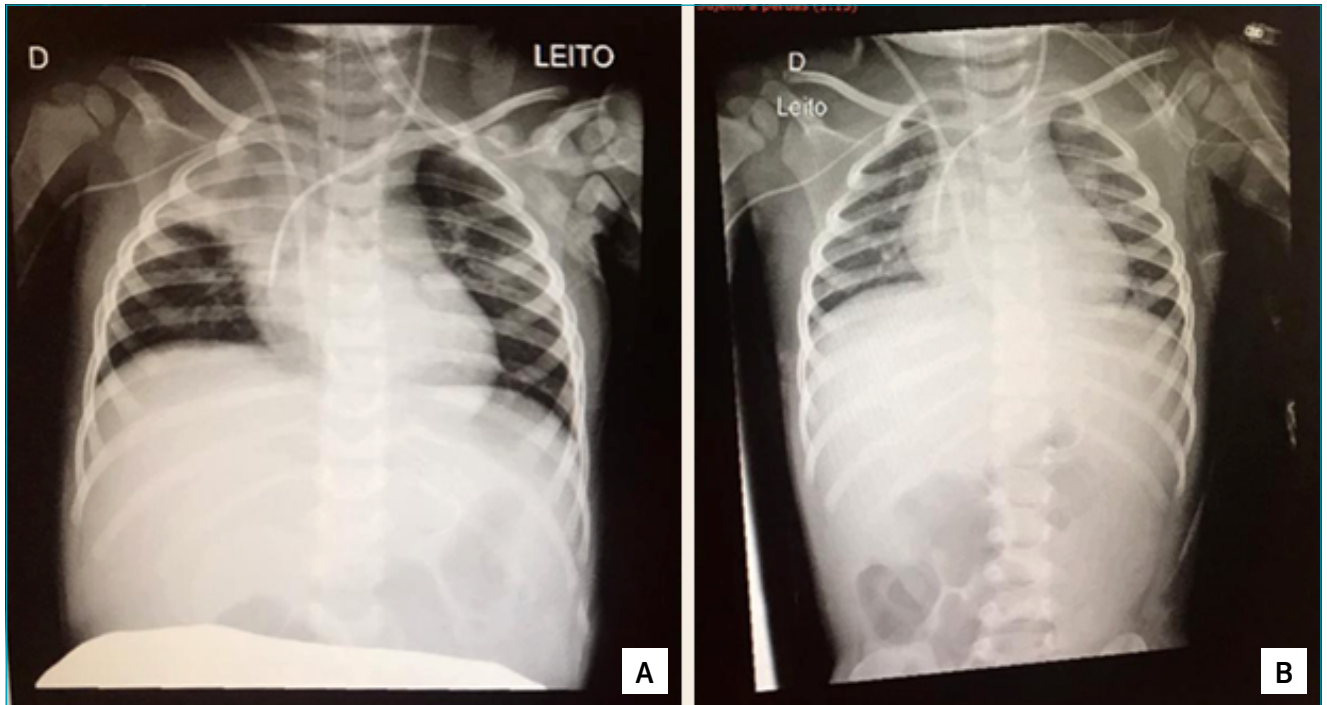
Radiografia de tórax da paciente com epidermólise bolhosa. (A) Hipotransparência em ápice direito; (B) Melhora da hipotransparência após manobras de pausa expiratória durante aspiração em sistema fechado.
